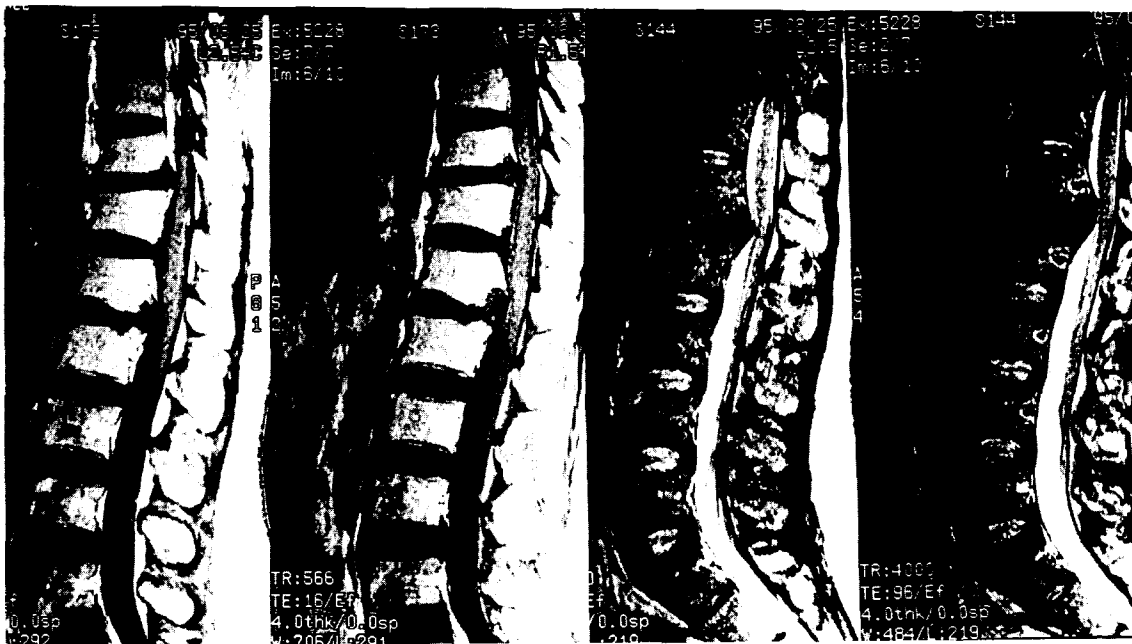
MRI shows the posterior spur formations with herniated discs and stenosis of the subarachnoid space by them at T11-T12 level and L1-2 level.
